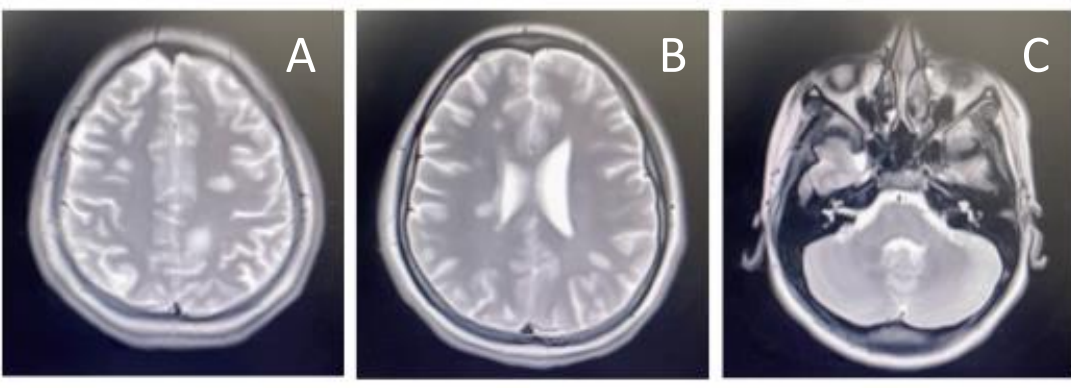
Resonancia magnética cerebral en corte axial en secuencia T2 donde observamos en la imagen A, B y C lesiones hiperintensas ovoideas yuxtacorticales.
